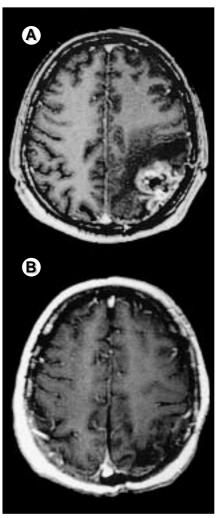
Effet de la thérapie génique du glioblastome chez l'homme. Imagerie par résonance magnétique nucléaire avant (A) et 15 mois après traitement (B) par injection de cellules d'encapsidation murines produisant un vecteur rétroviral HSV1-TK, et 14 jours de ganciclovir chez un patient répondeur.
